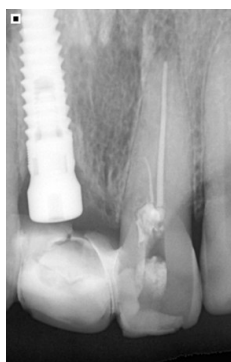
Radiografía Periapical preoperatoria del elemento 21
